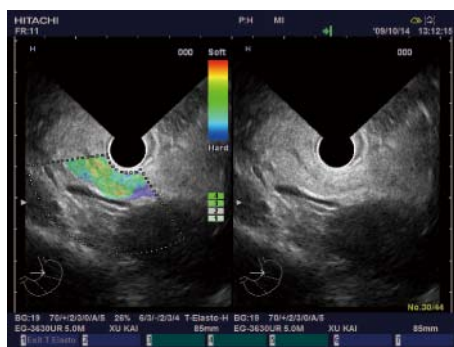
正常胰腺. 超声内镜弹性成像呈均匀绿色, 弹性成像评分为1分.
